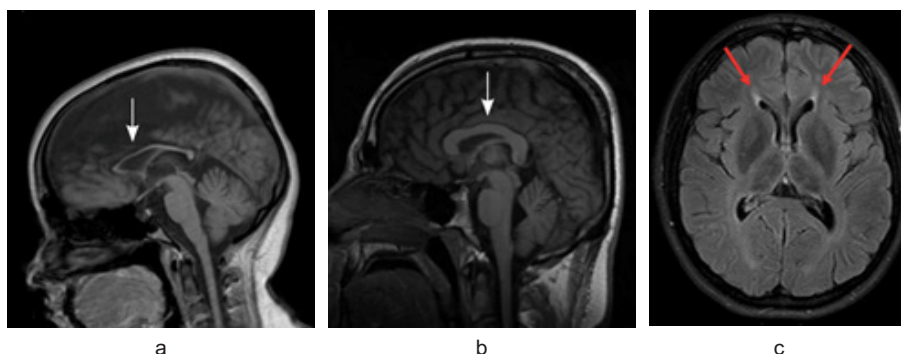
МРТ головного мозга у пациента с SPG11: а – тонкое мозолистое тело; б – контроль; с – симптом «уши рыси» на FLAIR-режиме МРТ (по F. Da Graca et al., 2019; Rajakulendran S. et al., 2011)
